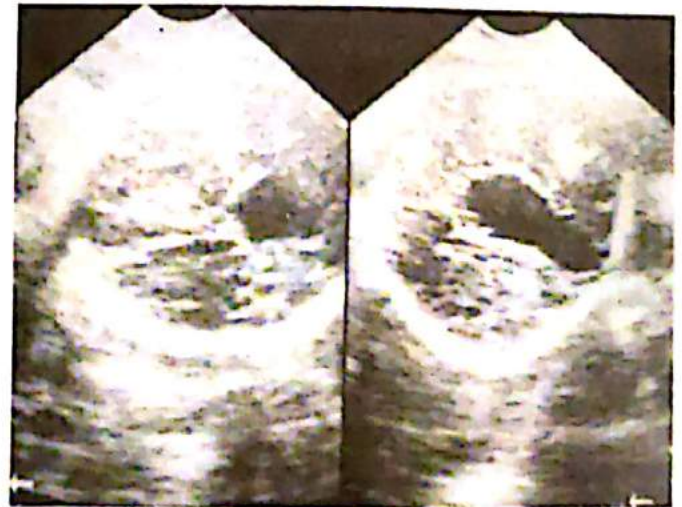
Ecosonograma sagital medial apreciándose imagen quística aracnoidea.
